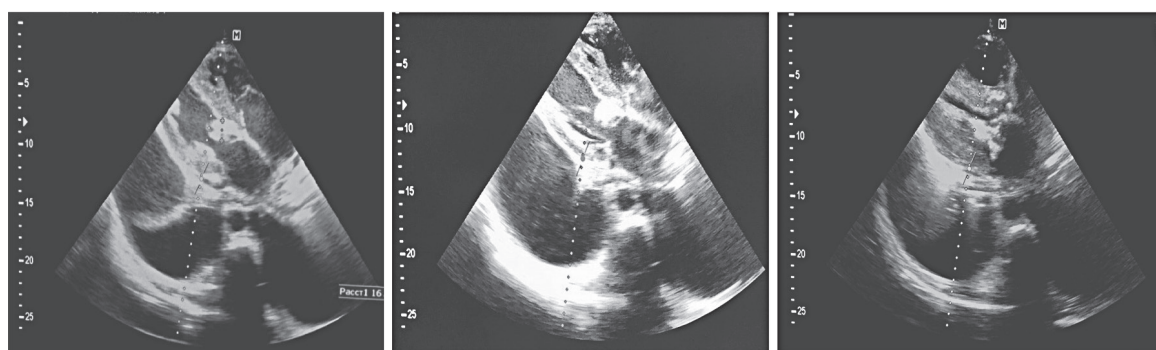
Ecocardiografia la internare
